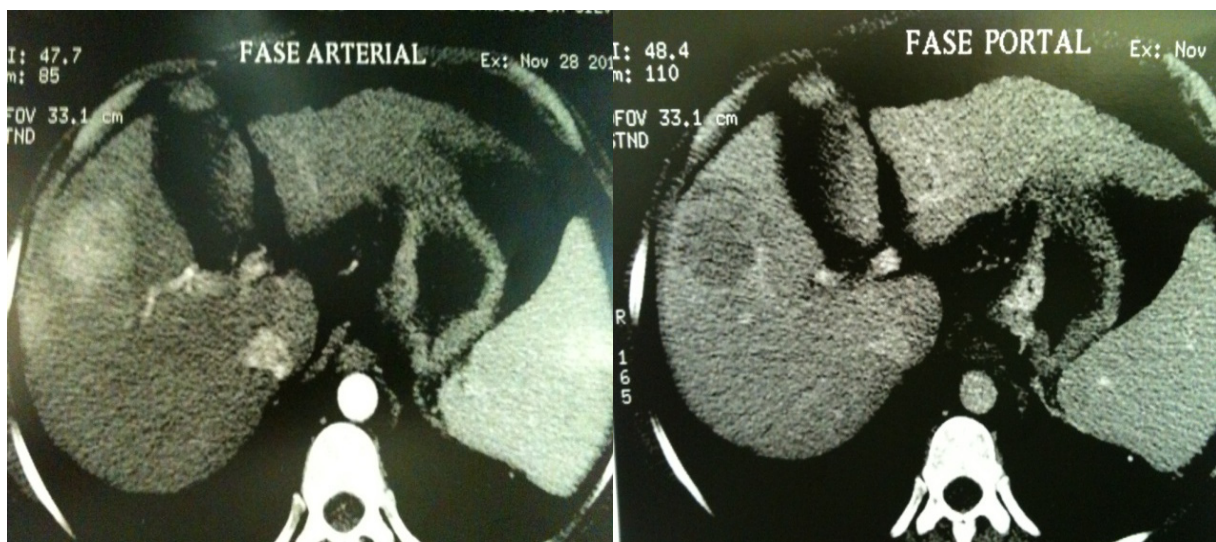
Imagem de ressonância de Abdome apresentando um nódulo com realce de contraste na fase arterial e lavagem rápida na fase portal
